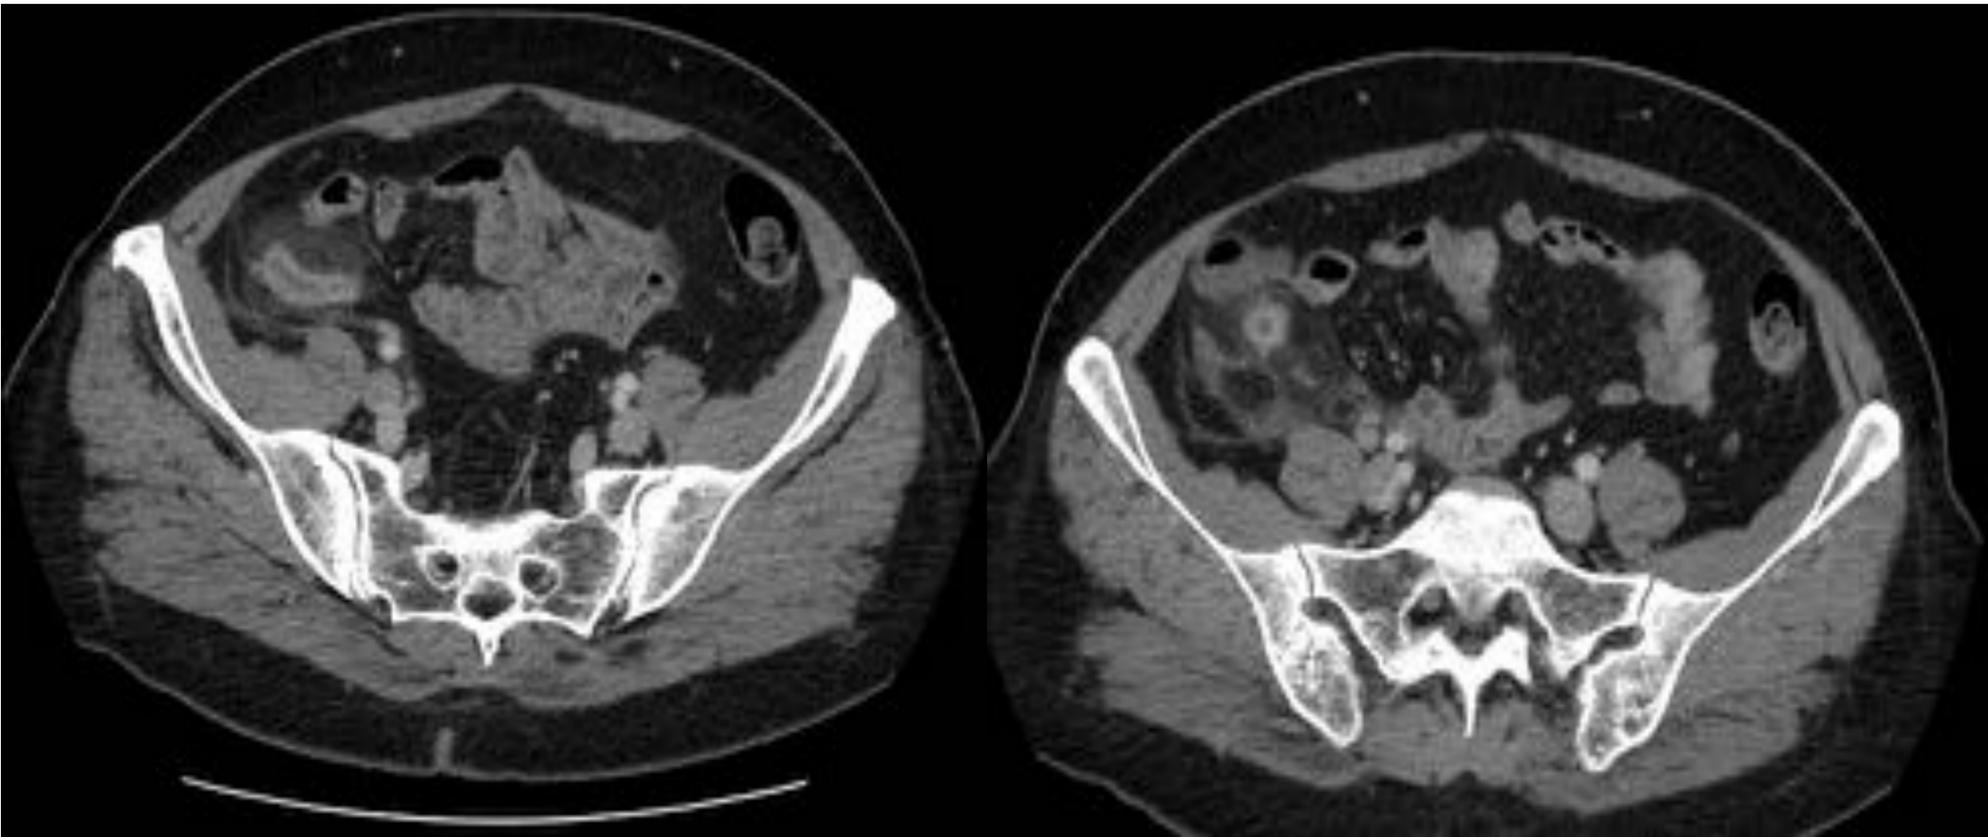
Cortes axiales, TC abdominopélvico con CIV, fase portal.
